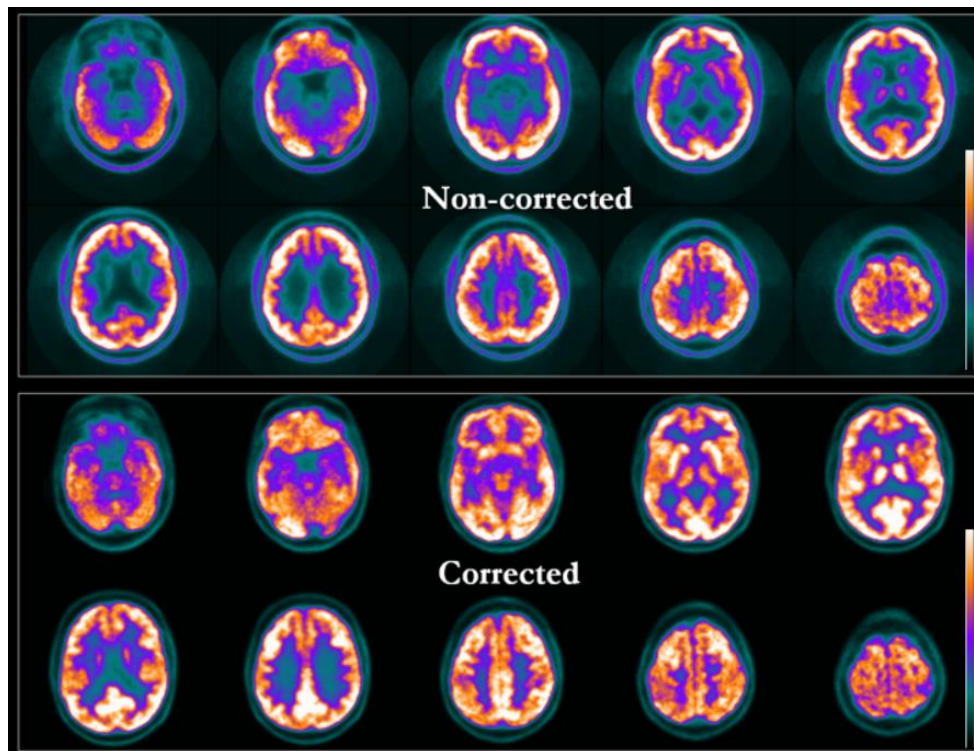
Cortes axiales de un PET-FDG sin corregir (en la primera fila) y corregidos por atenuación (en la segunda fila).
